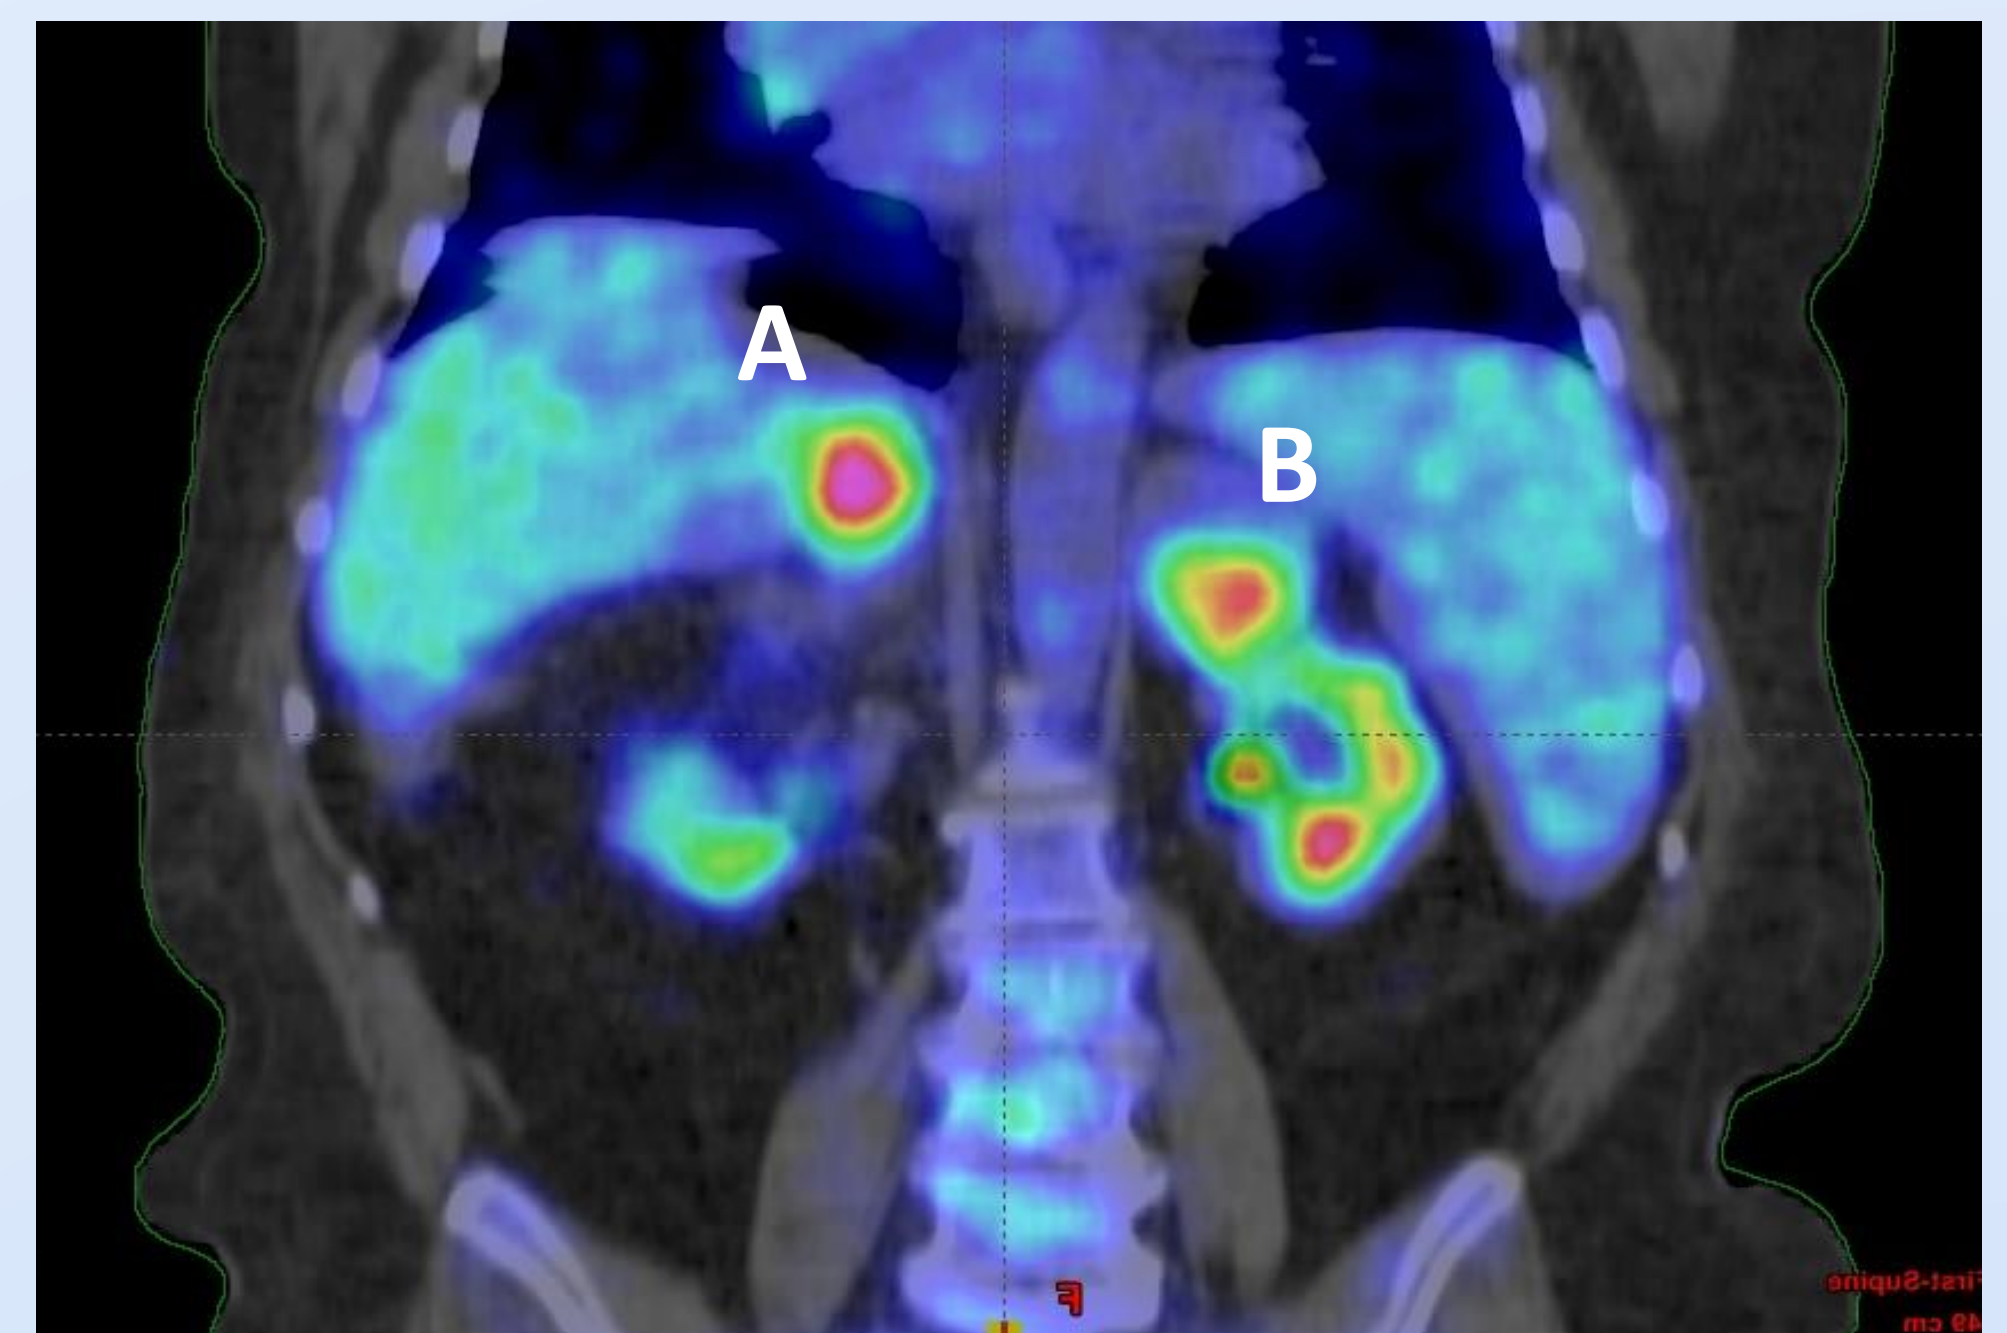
PET-TC evidenciando metástases nas suprarrenais direita (A) e esquerda (B).
